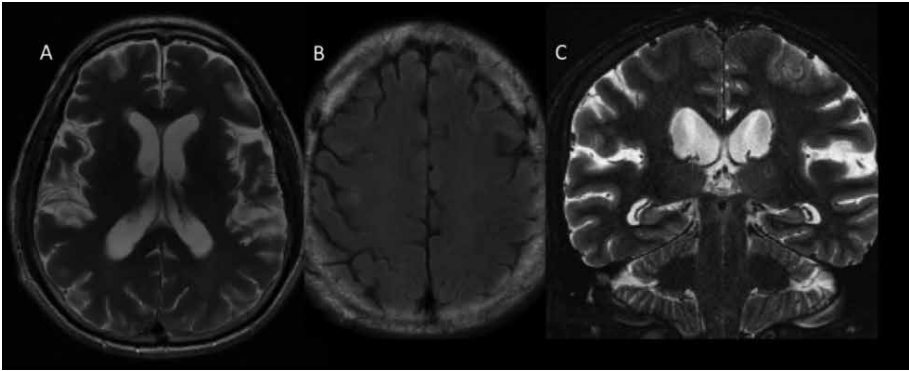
Hidrocefalia de pressão normal. (A) Sequência T2 axial demonstra alargamento das fissuras sylvianas, sulcos corticais adjacentes e dos ventrículos laterais. (B) Sequência FLAIR axial no plano da alta convexidade cerebral evidencia apagamento de sulcos corticais, em contraste com os outros sulcos cerebrais. (C) Sequência coronal T2 é o plano mais adequado para demonstrar a discrepância entre sulcos corticais apagados na alta convexidade e dilatação dos ventrículos supratentoriais (além da proeminência das fissuras sylvianas). Esse plano é o mais apropriado para avaliar que não há atrofia hipocampal significativa e ângulo caloso reduzido.
